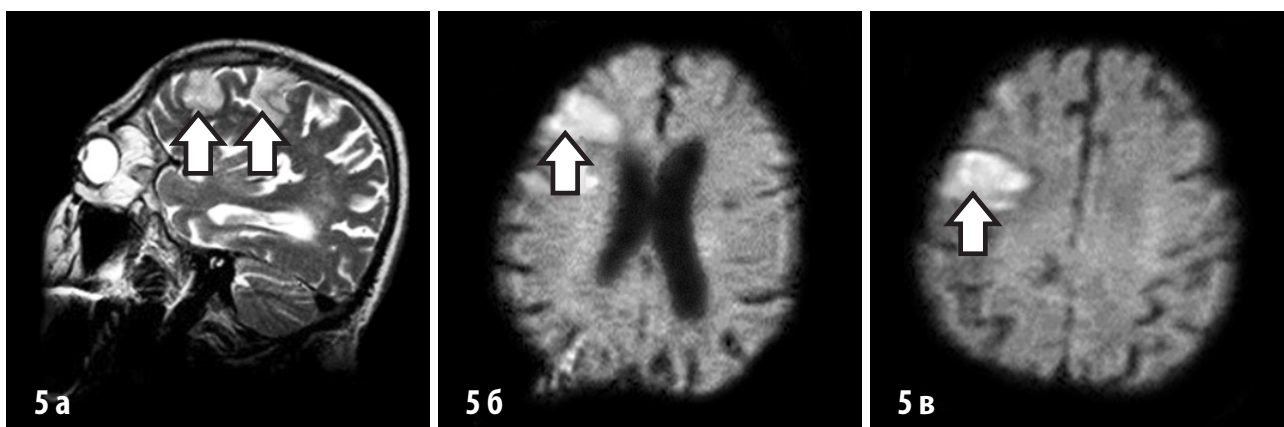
а, б, в. T2 сагітальна проекція і DWI аксиальна проекція. Участки порушення мозгового кровообігання з поразенням кортикально-субкортикальних структур правої лобної доли (білі стрілки)
